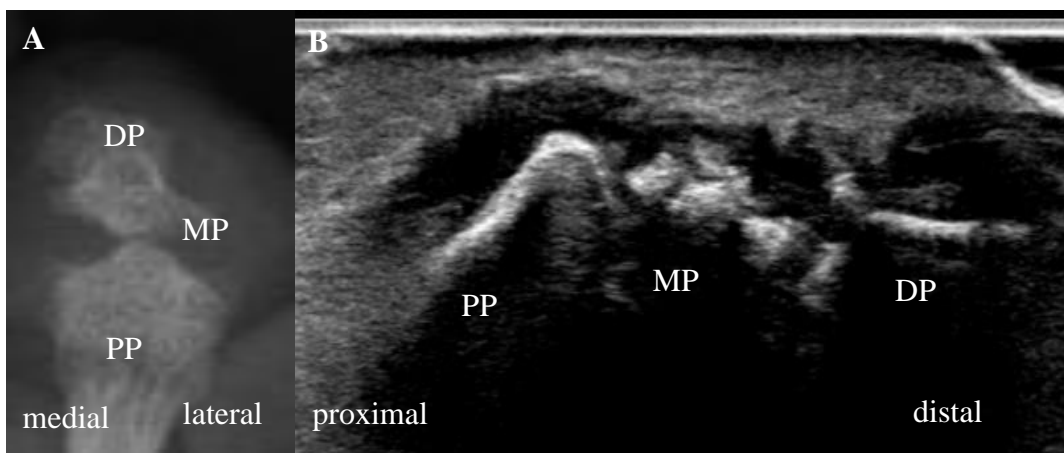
Darstellung des 4. Zehs des rechten Fußes in der Röntgen- und Ultraschalldiagnostik. Darstellung des D4 des rechten Fußes im Röntgen im dorsoplantaren Strahlengang (A); sonographische Darstellung des D4 des rechten Fußes von dorsal im Längsschnitt (B) mit deutlicher Destruktion des Mittelgliedes
